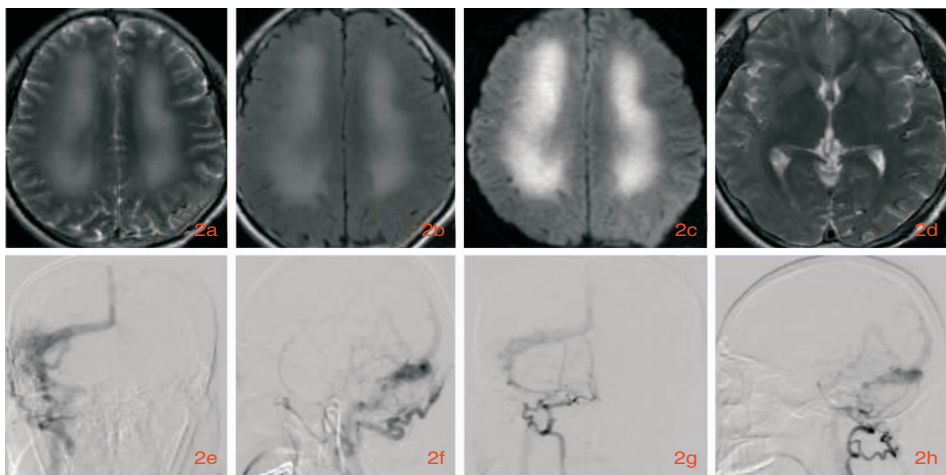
图2a、2b、2c示头MR T2、Flair、DWI 双侧白质高信号;图2d示头MR T2 两侧大脑皮层血管流空信号明显;图2e、2f示右侧颈外动脉造影正、侧位,动脉相早期右侧横窦及矢状窦异常显影,右侧枕动脉、脑膜中动脉与硬脑膜血管形成异常血管交通,参与供血;图2g、2h示右侧椎动脉参与静脉窦供血
